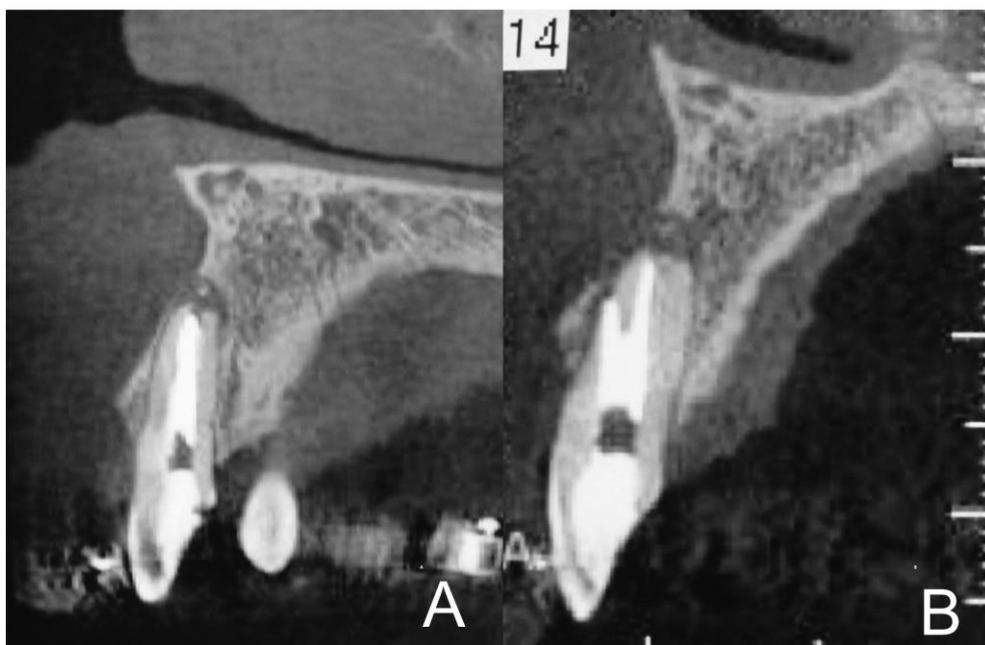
Imagem tomográfica do dente 12, evidenciando a presença de lesão periapical (A). A imagem B evidenciando a presença de uma perfuração da região vestibular, a qual está preenchida com material obturador.
